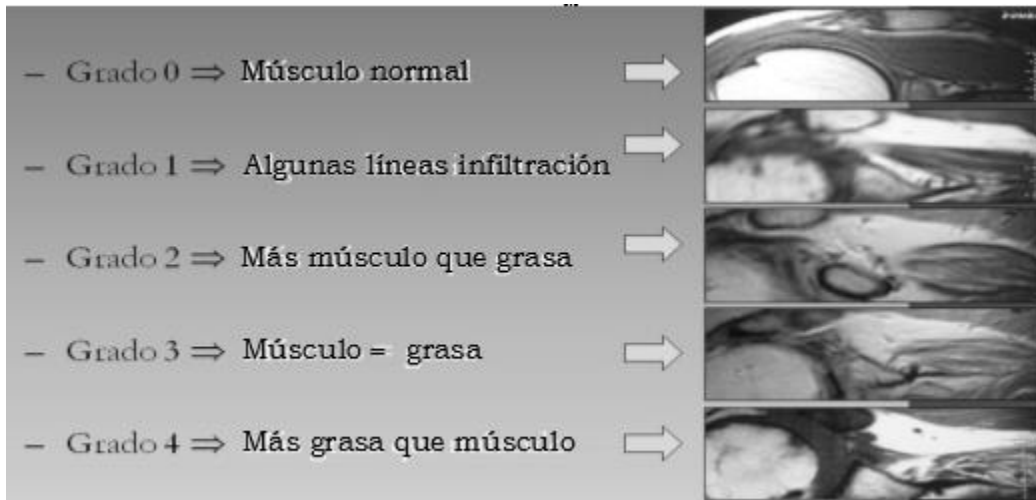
Clasificación de Goutallier en infiltración grasa por Resonancia Magnética.
